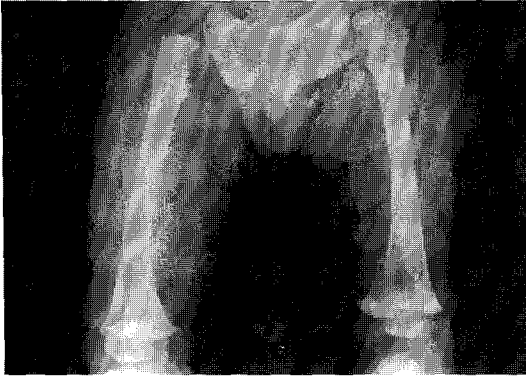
Initial x-ray reveals no specific abnormality in the skeleton, but soft tissue swelling in the right thigh.
